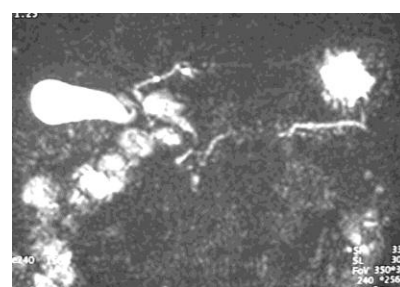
Comunicarea ductochistica la RMN
